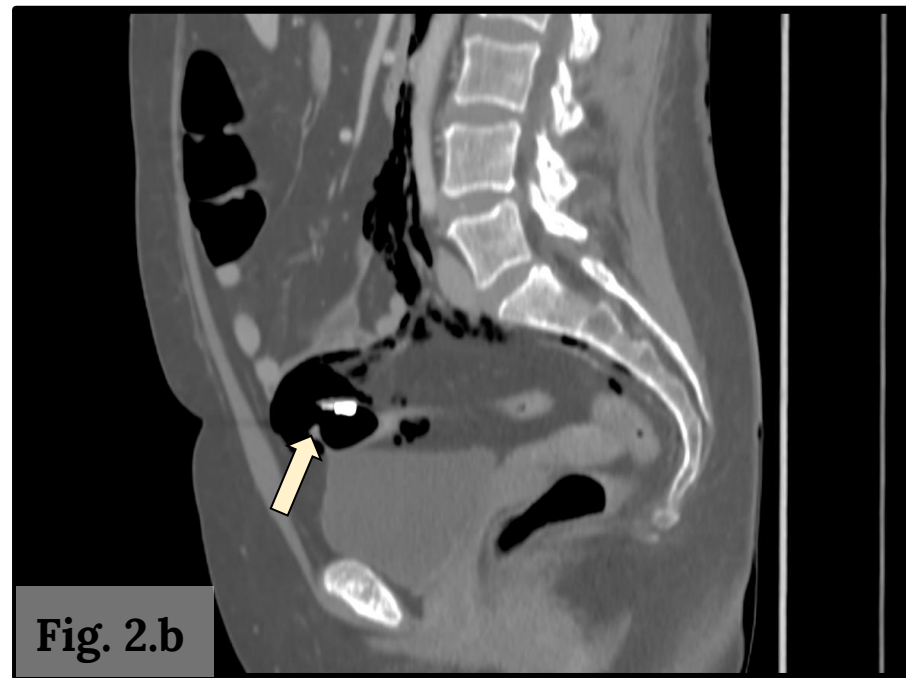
a y 2.b Imágenes de TC en planos axial y sagital que demuestran material metálico posquirúrgico correspondiente a clips endoscópicos murales en el colon sigmoide. Se identifica una discontinuidad parietal de aproximadamente 6 mm proximal al clip, compatible con perforación.
